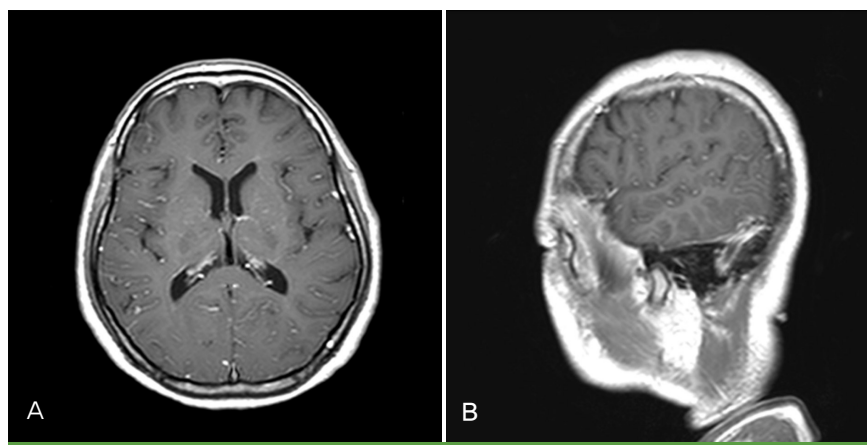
The axial (A) and sagittal (B) sections of gadolinium enhanced T1-weighted MRI show increased leptomeningeal enhancement.
